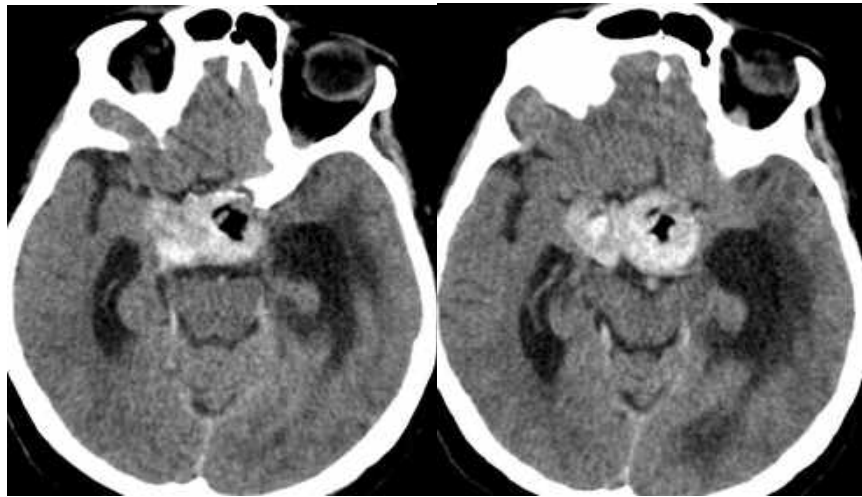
Спостереження №52. Хвора 3-на, (історія хвороби №1425/2; 1592/2). МСКТ після первинного трансфеноїдального втручання у хворої оперованої в 2 етапи із застосуванням комбінації трансфеноїдального та транскраніального підходів.
